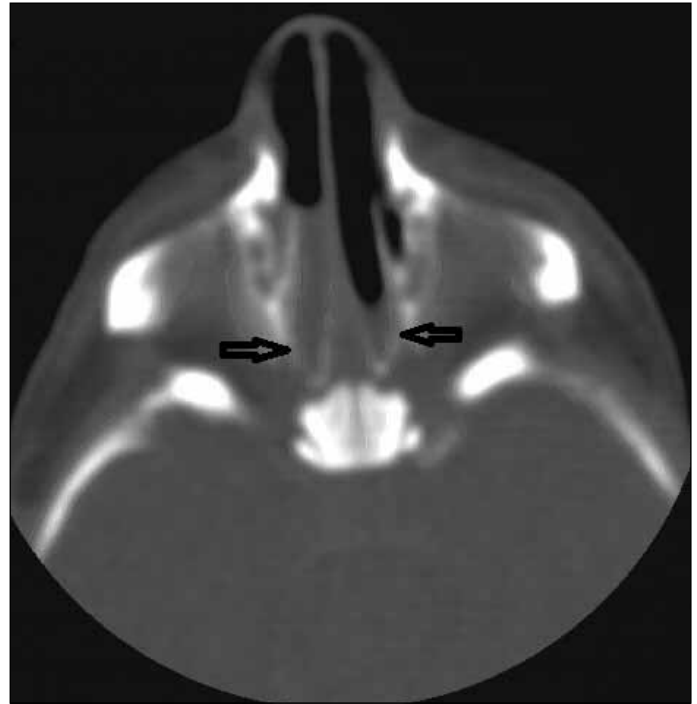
Membranöz Koanal Atrezi: 1 günlük kız hastanın kontrastsız aksiyel BT kesitinde çekim öncesi dekonjestan uygulamasına ve aspirasyona rağmen posteriorde koanal düzeyde yumuşak doku dansitesinde bantlar (oklar) dikkati çekmektedir. Vomer genişliğinin normal olduğuna dikkat ediniz.
